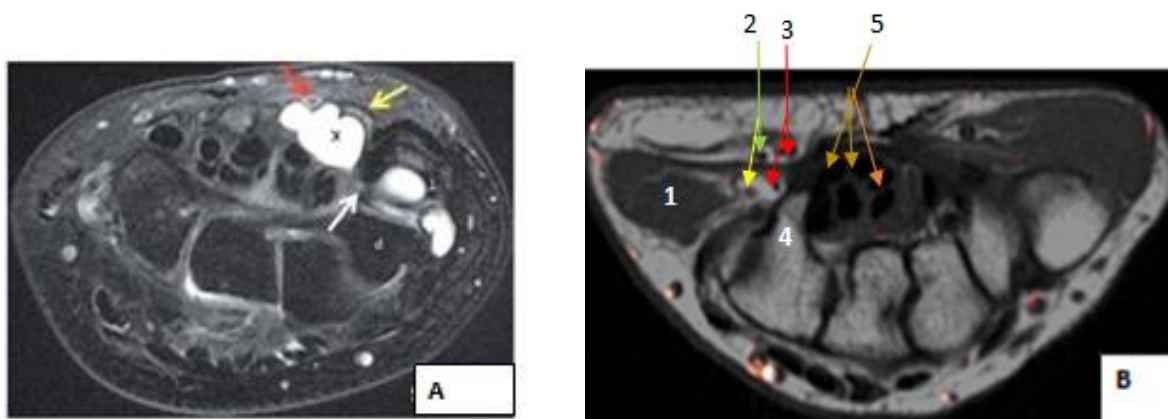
A : IRM du poignet. Coupe axiale T2 à hauteur de la partie basse de l'articulation piso-triquétrale. Un kyste (K) du canal ulnaire vient au contact de l'artère ulnaire et refoule le nerf ulnaire qui est étalé. Flèche jaune = branche superficielle sensitive du nerf ulnaire. Flèche rouge = artère ulnaire. P = pisiforme, T = triquétrum. D'après. Drapé J.L Blum A.
